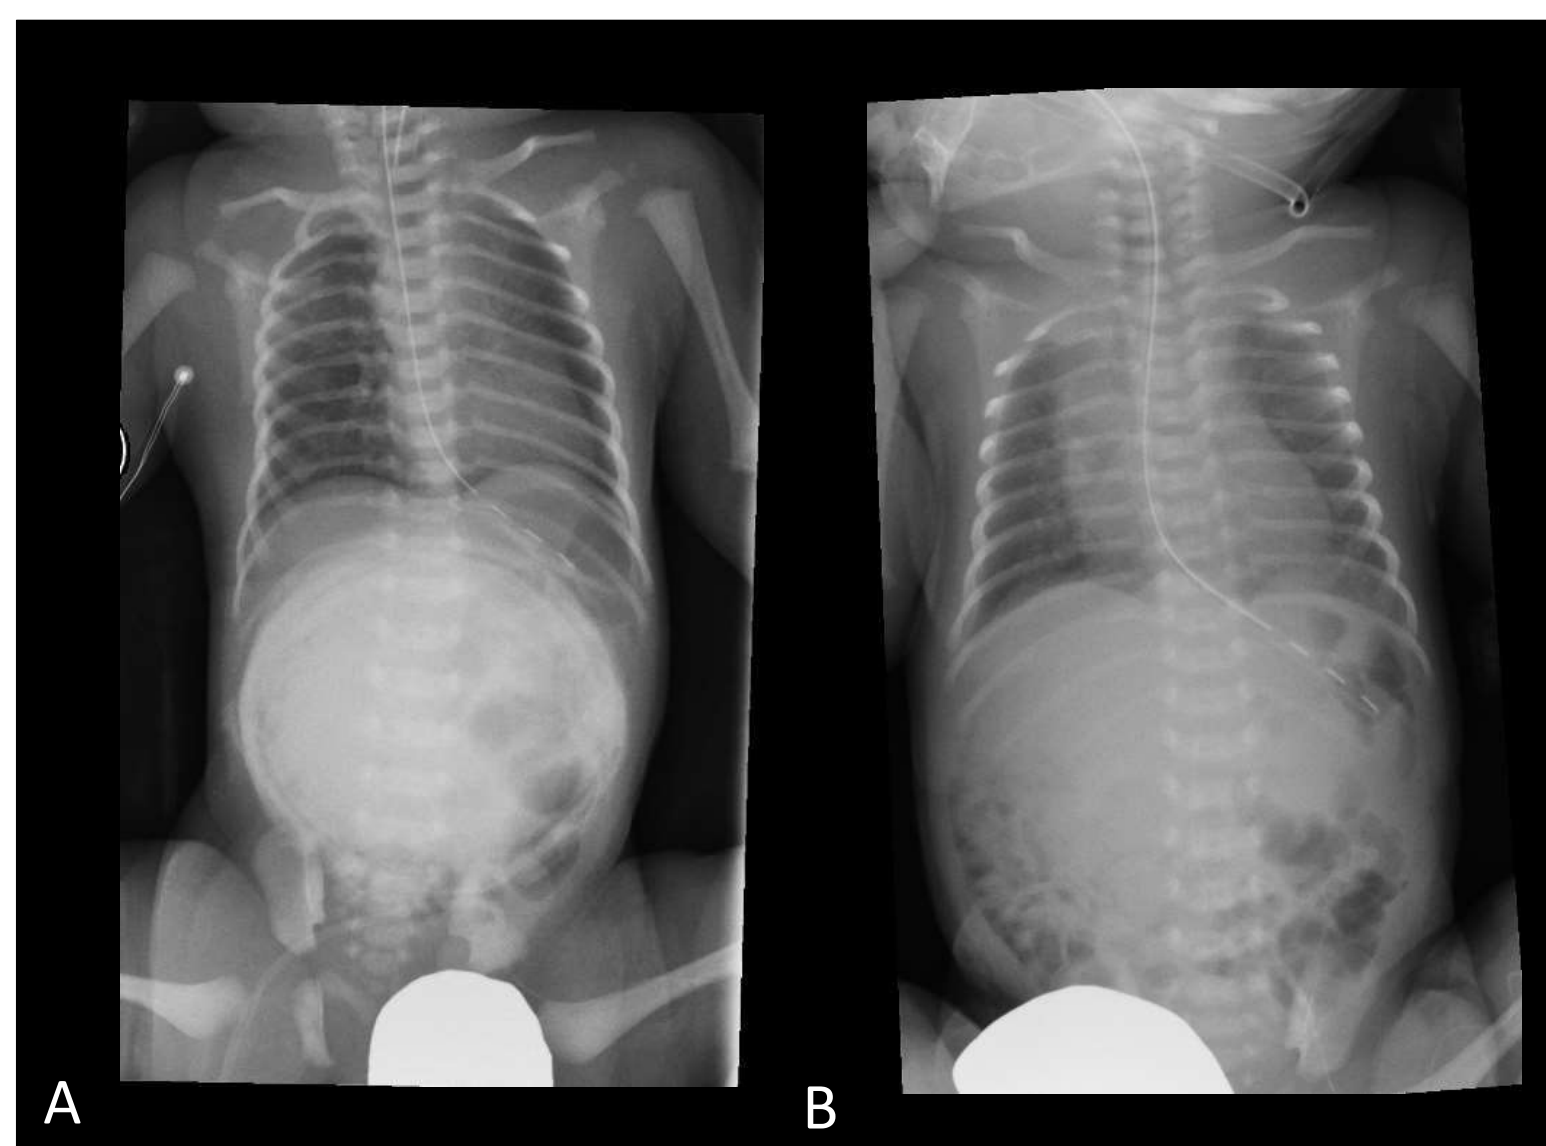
Radiografía abdominal en prematuro. a) Gran masa de partes blandas proyectada sobre la región umbilical correspondiente a onfalocele gigante (defecto con base de 5cm y participación del hígado). b), c) Cirugía reparativa "en etapas" realizada 24h tras el nacimiento, con cierre del defecto posterior. En imagen central (b) se observa material radiopaco en línea media en relación con gasas estériles que cubren el defecto mientras permanezca abierto.
